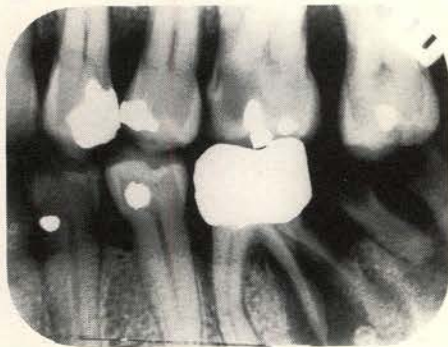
Genezen wortelfractuur. Er is een knik ontstaan in de wortel. Ondanks het genezen van de fractuur is het element avitaal geworden en is er een periapicale laesie ontstaan.
